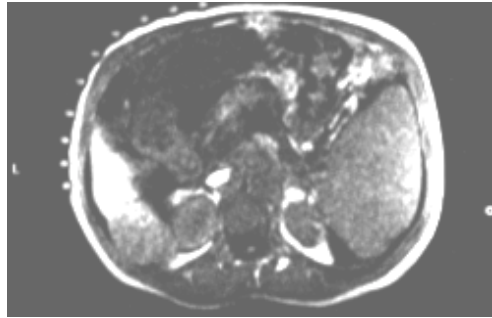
Repérage par quadrillage à l'aide de marqueurs tomographiques
